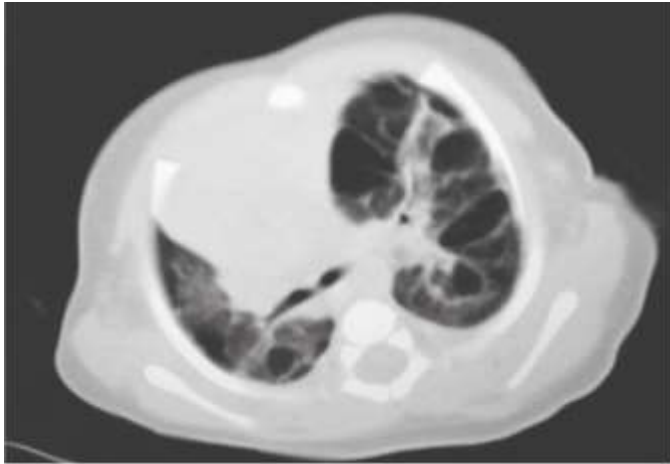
Tomografía de tórax con múltiples quistes de paredes delgadas en parénquima pulmonar e hipoplasia pulmonar izquierda
